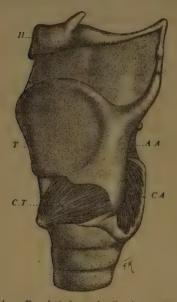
Face latérale gauche d'un laryax disséqué. H, os hyoïde; T, Cartilage thyroïde; CT, muscle crico-thyroïdien recouvrant le cartilage cricoïde; CA, muscle crico-aryténoïdien postérieur; AA, muscle inter-aryténoïdien recouvrant le cartilage aryténoïde.
